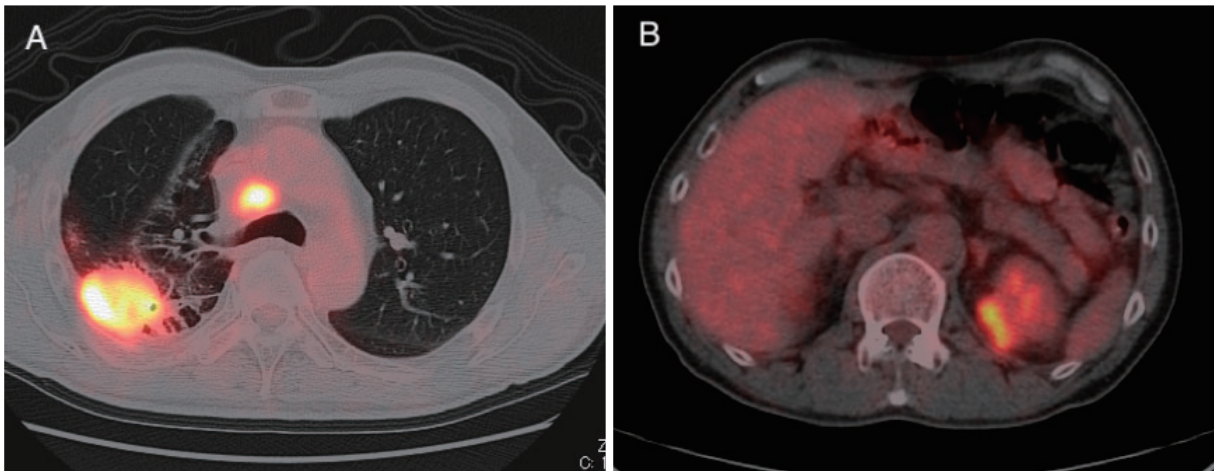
FDG-PET/CT showing a 49×33-mm mass in the right upper lobe, carcinomatous lymphangiosis in the right lower lobe, right hilar and mediastinal lymph node metastases (A), liver metastases, and left renal metastasis (B).
